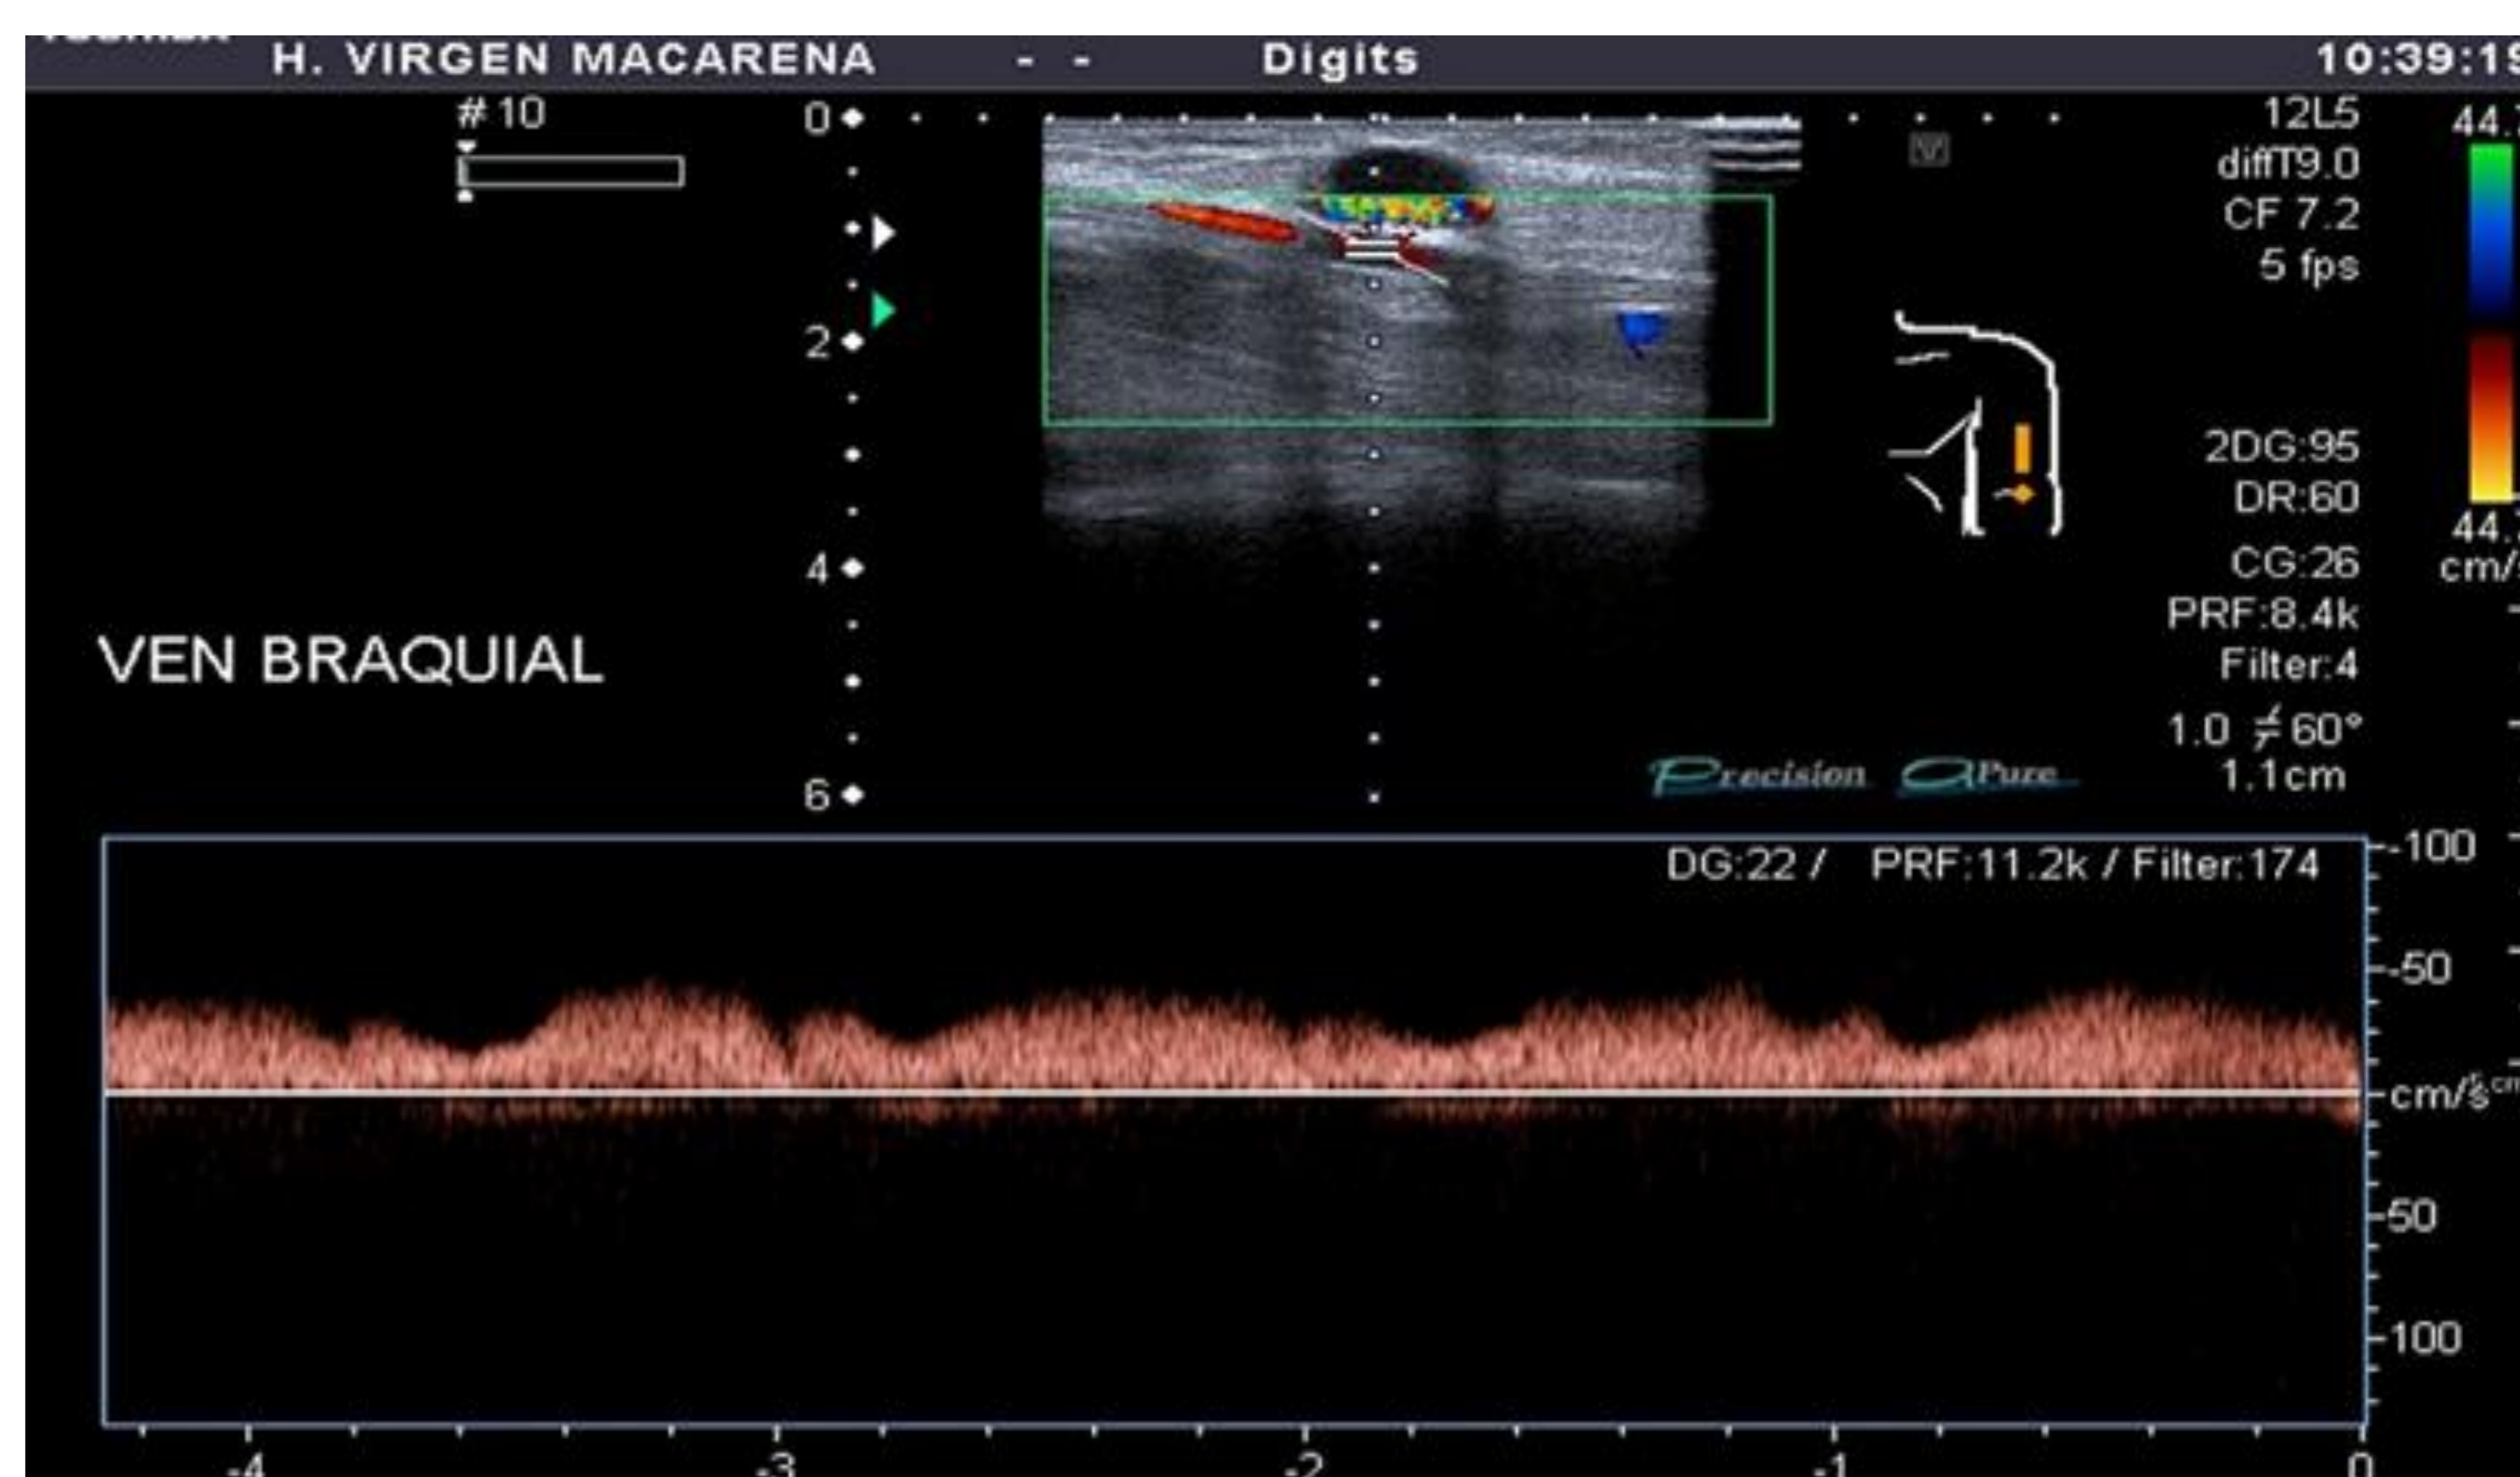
Ecografía Doppler espectral de vena braquial. Se identifica patrón de flujo fásico con la respiración.
